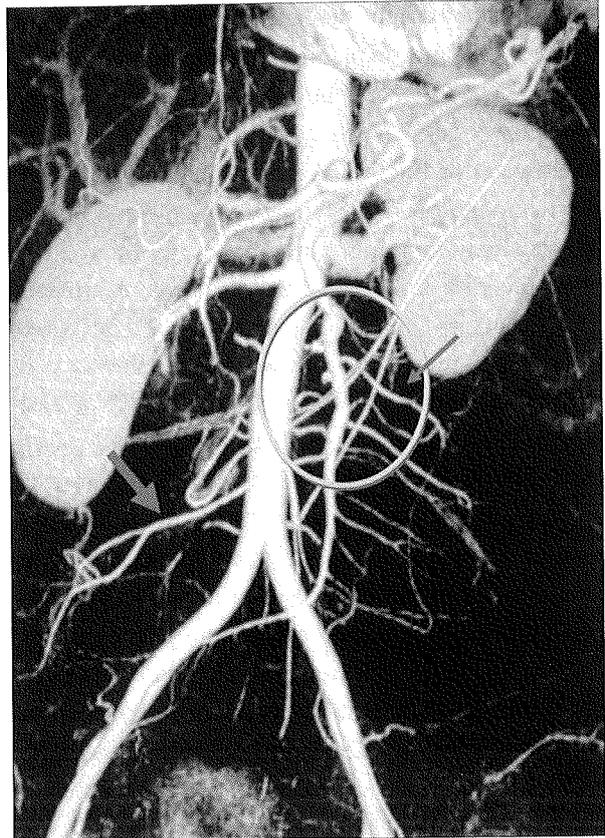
Angiotomografía. Flecha gruesa: rama ileocólica preservada; círculo: injerto de vena; flecha fina: rama reimplantada.
